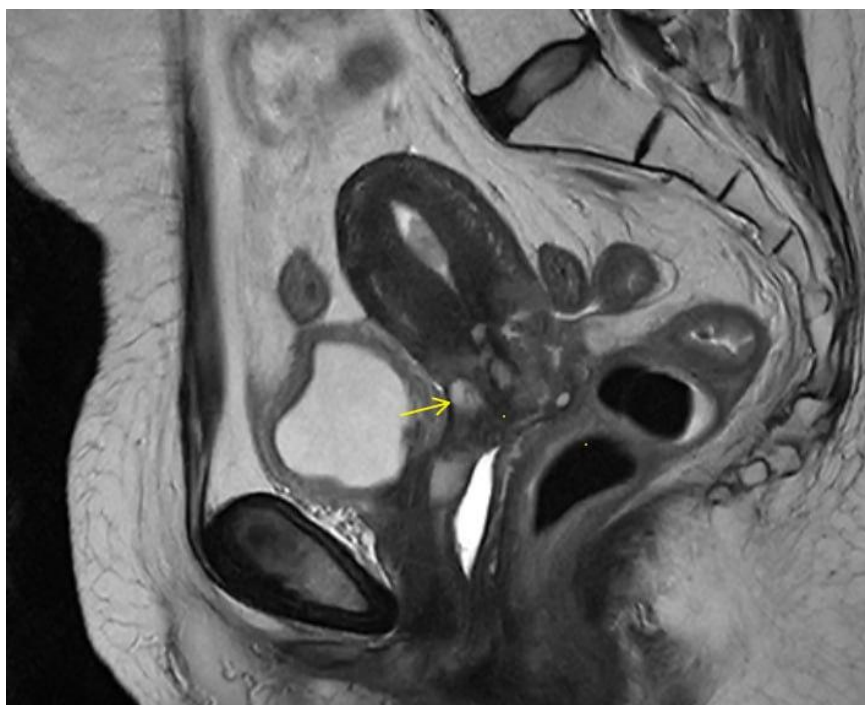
МРТ малого таза, Sag T2 ВИ с РШМ ПВ ст. Диагноз: эндофитная опухоль в сочетании множественными O.Naboti
